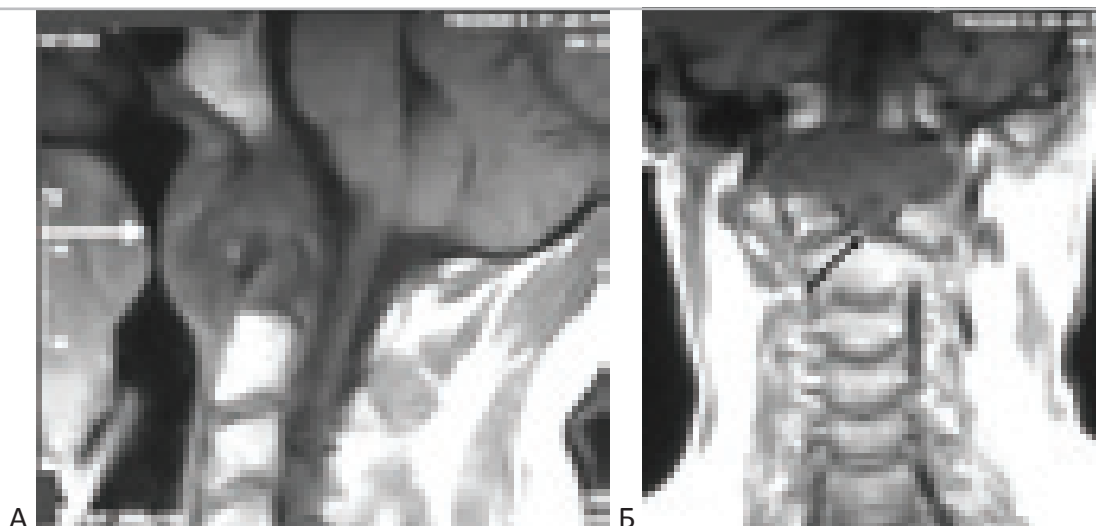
Магнитно-резонансная томография больного с хордомой основания черепа, распространяющаяся на C1-C2 позвонки и в ротоглотку. “А” – опухоль выполняет средние и нижние отделы ската, инфильтрирует C1-C2, сдавливает каудальные отделы ствола мозга, распространяется в ротоглотку. Белая стрелка указывает направление доступа. “Б” – инфильтрация опухолью зубовидного отростка показана чёрной стрелкой.
